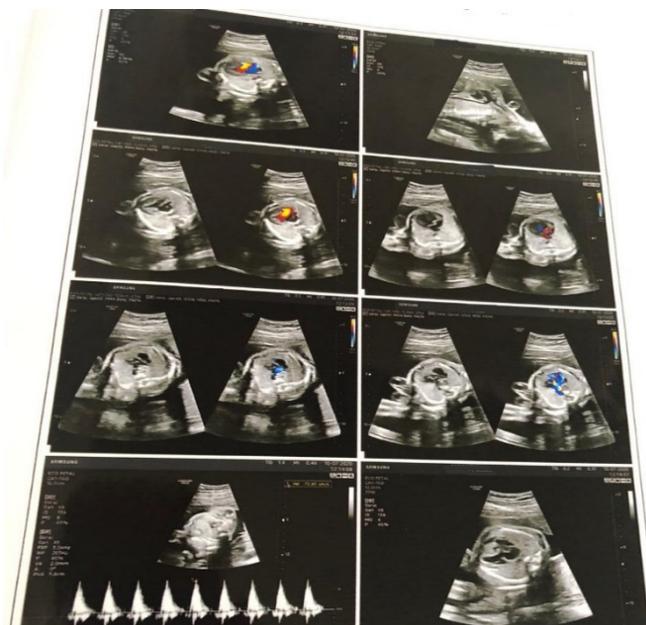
Ecocardiograma evidencia cardiopatia fetal complexa.
